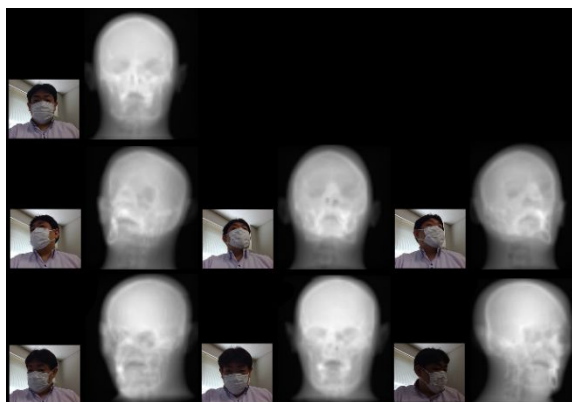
仮想骨格X線撮影システムによる仮想X線透視像
